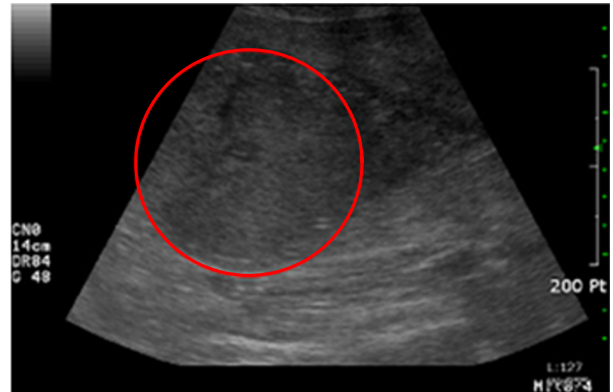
Ultrasonographic finding after delivery is retained placenta and placenta accreta with suspicious cornual pregnancy.
